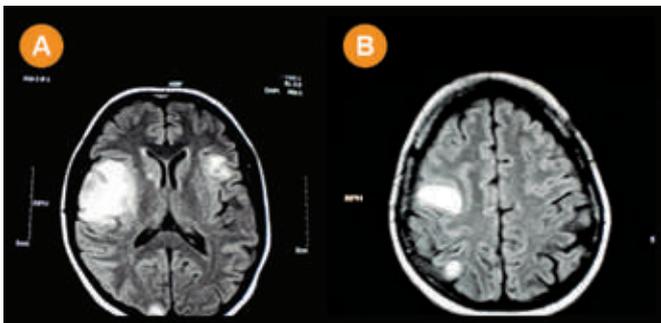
RM – Cortes axiais . Em A , seqüência flair demonstrando as duas lesões peri-silvianas, à direita e à esquerda, bem como lesão em polo occipital direito. Em B : , sequencia flair, com demonstração de outra lesão em transição parieto-occipital direita.
